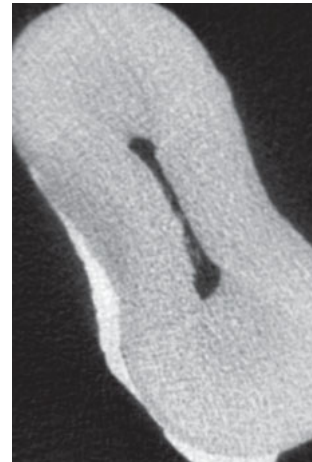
Gewebereste im Isthmus im Mikro-CT-Schnittbild vor der Aufbereitung
